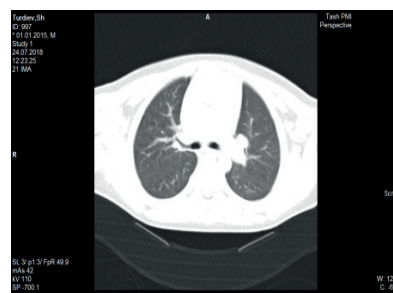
б. Б-ной Т.Ш. – 3 года. МСКТ (при выписки из стационара).
